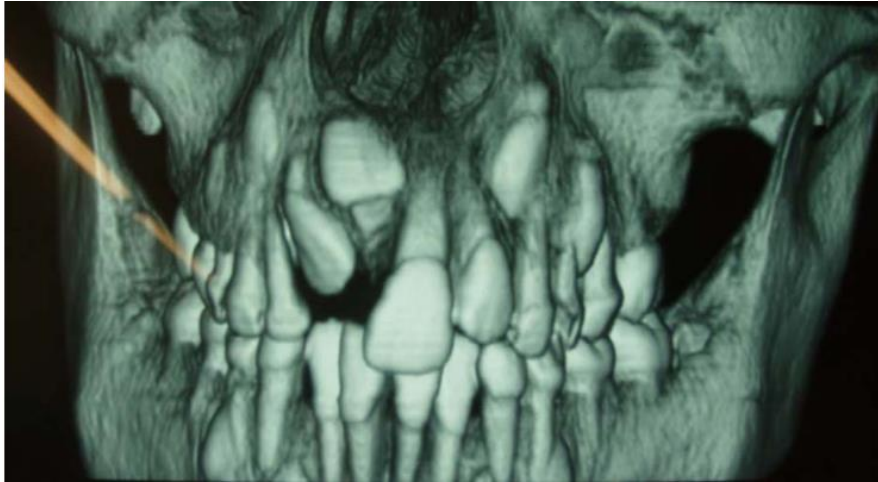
Imágenes clínicas, radiológicas y tomografía computarizada, con reconstrucción en 3D de un niño con diente supernumerario incluido que ha impedido la erupción normal del incisivo central y lateral permanente. La tomografía computarizada con reconstrucción en 3D es actualmente indispensable para el diagnóstico y plan de tratamiento.(12)
